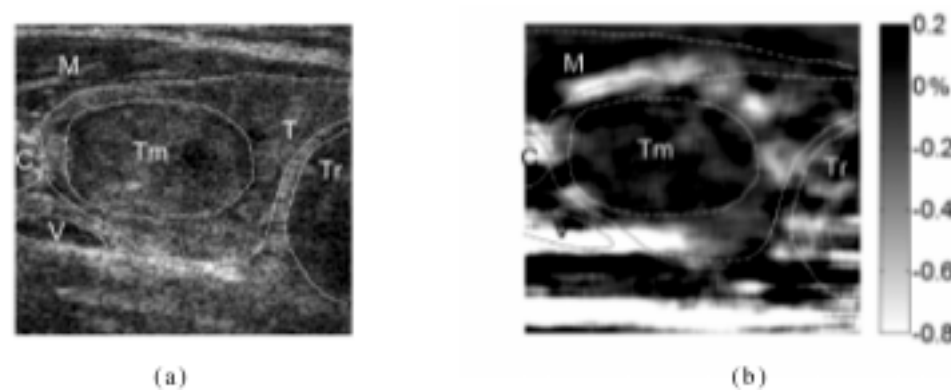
Coupe transversale de la glande thyroïde affectée d'une tumeur maligne (adénome carcinome papillaire) chez une patiente de 48 ans. La tumeur de 18 mm est localisée dans la partie centrale du lobe gauche de la thyroïde. T – glande thyroïde, Tm – tumeur; C – artère carotide, V – Veine jugulaire, M – muscles antérieurs du cou, Tr – trachée. (a) Image échographique mode B. (b) Image de la déformation axiale.
